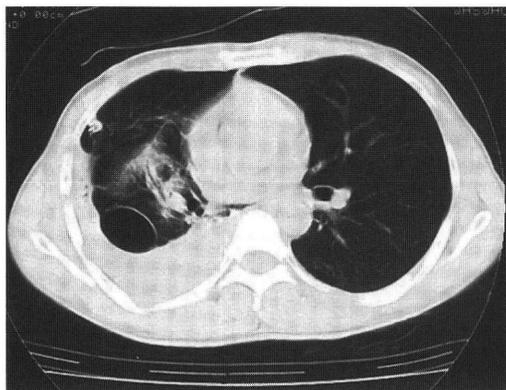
胸腔ドレーン挿入後胸部CT (症例1): 右胸腔内に血液の貯留とプラをみとめる。
